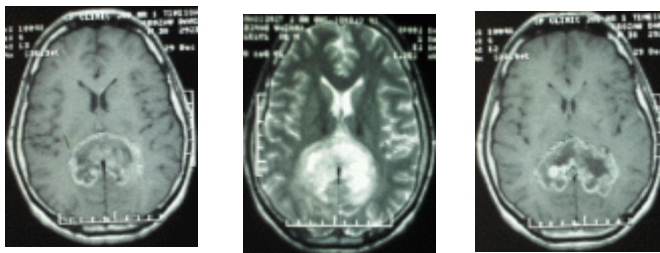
Aspect IRM (secv. T1 - a, b și T2 - c), de GBL „în fluture”, extensia tumorii prin spleniusul corpului calos
